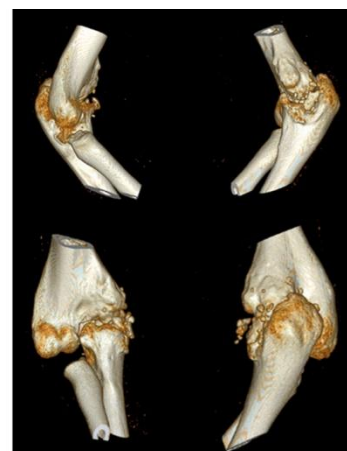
Многослойная, спиральная, компьютерная томография правого локтевого сустава больного С., 18 лет
